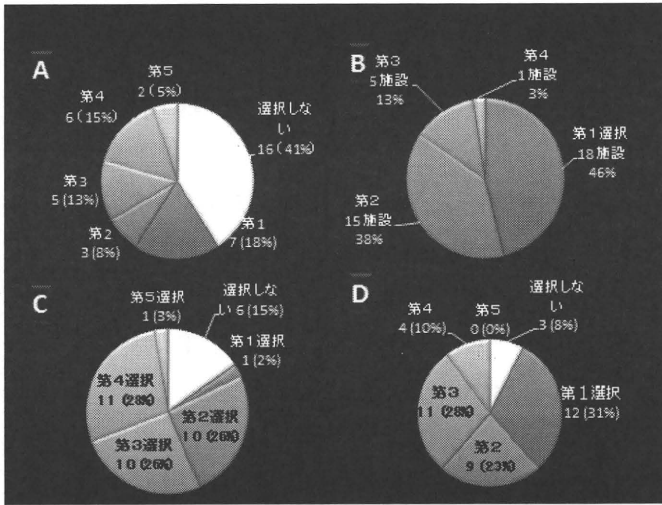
クローン病疑診例に対する画像診断方法の優先順位 (39 施設からの回答より)。A. 腹部超音波検査。B. 小腸 X 線造影検査。C. バルーン小腸内視鏡検査。D. CT 検査。
